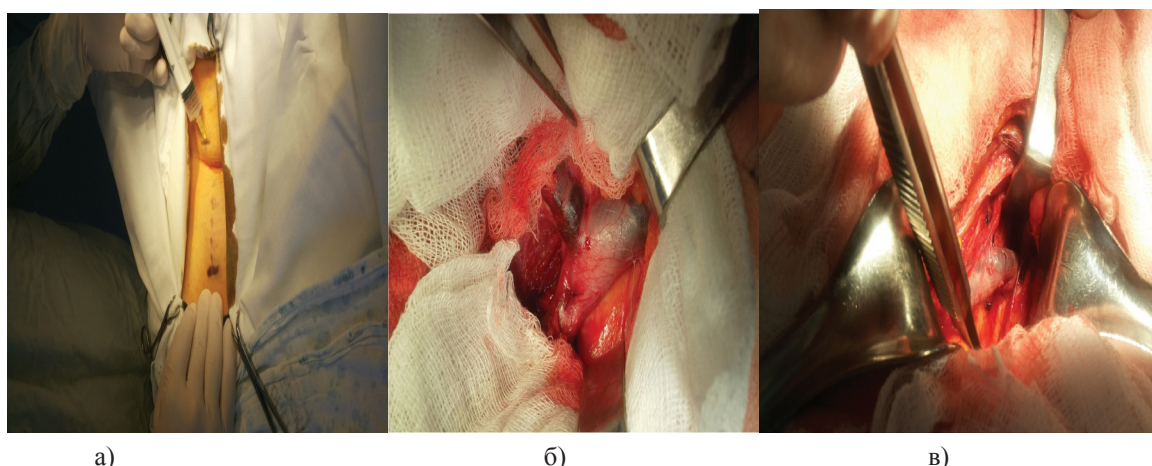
а) Также всем пациентам до операции под УЗИ контролем проводилась маркировка верхушки тромба. При наличии флотирующего тромба ниже паховой связки производилась пликация: б) бедренной, в) наружной подвздошной вены.
